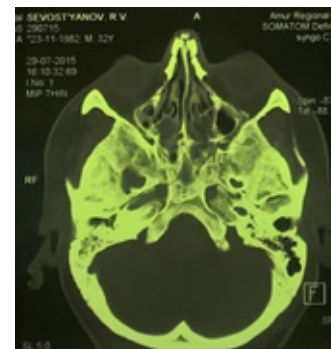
КТ черепа аксиальная проекция (перелом носовых костей).
